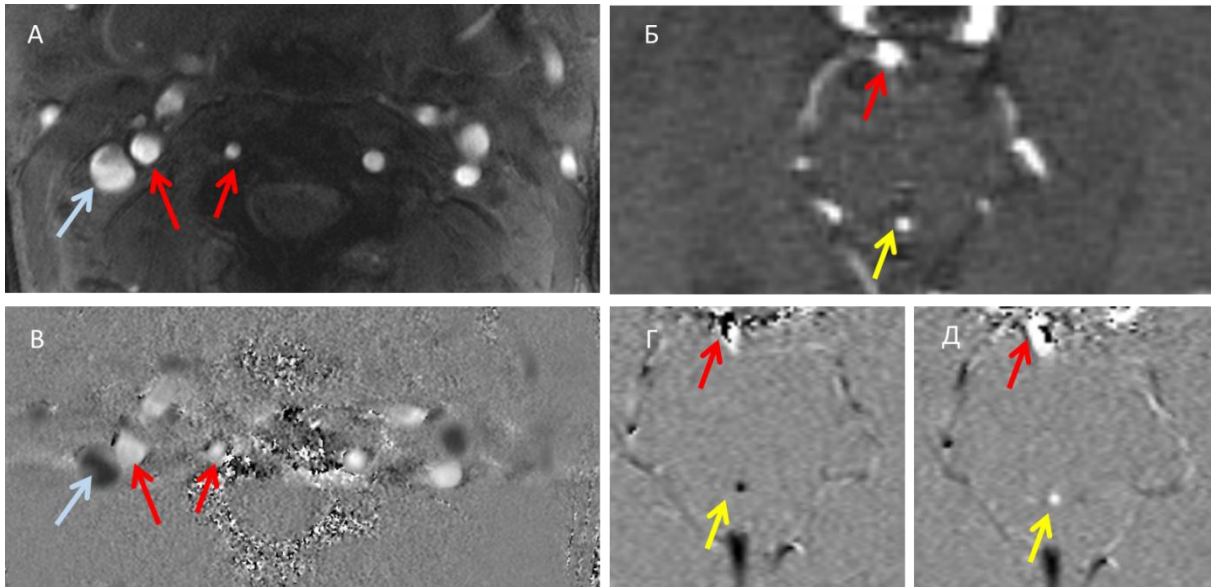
Аксиальные изображения на уровне С2-С3 позвонков (А,В) и водопровода мозга (Б,Г,Д). Верхний ряд – 2D-ТОФ бесконтрастная МР-ангиография для последующей разметки ФК-МРТ. Нижний ряд – фазовые изображения ФК-МРТ (В – уровень С2-С3, Г,Д – уровень водопровода мозга). Направление и скорость тока жидкостей: черным цветом обозначено краниокаудальное направление (внутренняя яремная вена – голубая стрелка, ток ликвора в систолу (Г, желтая стрелка), а белым – каудокраниальное направление потока (внутренняя сонная артерия, позвоночная артерия на рис А и В, ток ликвора в диастолу – Д, желтая стрелка). На рис. Г и Д в проекции основной артерии (красная стрелка) отмечаются артефакты, поскольку Venc не соответствует артериальным скоростным параметрам, а подобрана для ликворотока.
